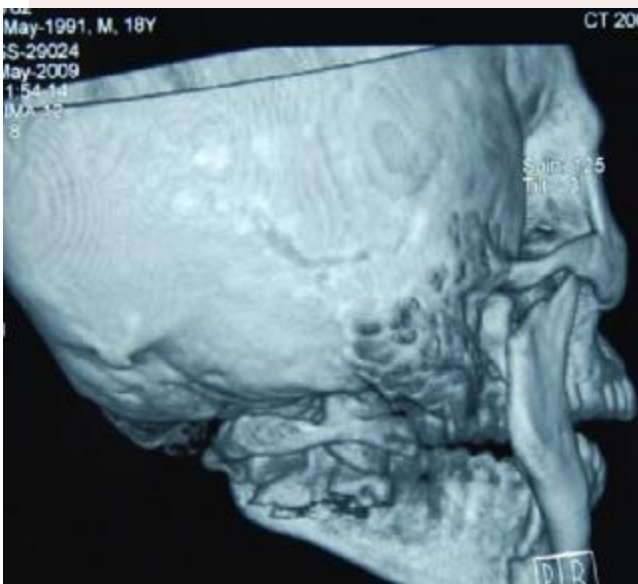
Three-dimensional computed tomographic scan showing displacement of the subcondylar fracture
